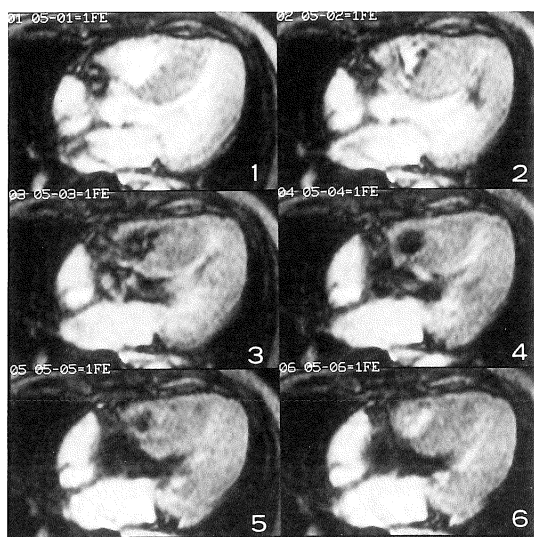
負荷前のシネ MRI. 4-chamber view. (得られた 18 枚の画像のうち 6 枚を提示) 壁運動は良好であり, 左室流出路狭窄もみられない。
